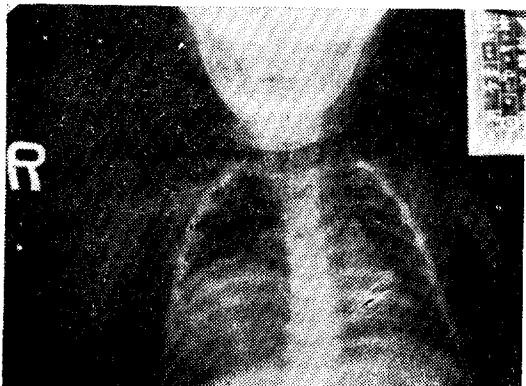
Preoperative chest X-ray P-A view.
